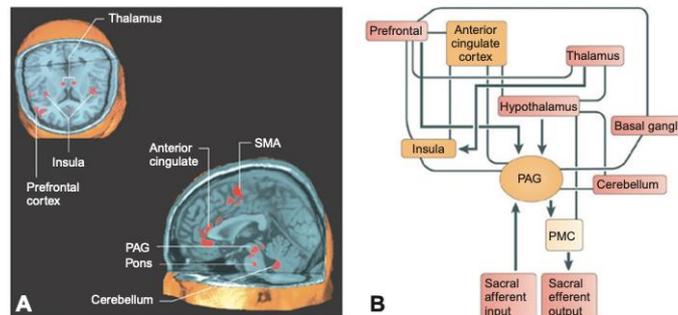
Brain areas involved in urinary storage. (A) A meta-analysis of positron emission tomography and functional MRI studies that investigated which brain areas are involved in the regulation of micturition revealed that the thalamus, the insula, the prefrontal cortex, the anterior cingulate, the periaqueductal gray (PAG), the pons, the medulla, and the supplementary motor area (SMA) are activated during the urinary storage. (B) A preliminary conceptual framework, based on functional brain-imaging studies, suggesting a scheme for the connections between various forebrain and brainstem structures that are involved in the control of the bladder and the sphincter in humans. Arrows show probable directions of connectivity but do not preclude connections in the opposite direction. (Reproduced with permission from DasGupta et al. (2007) and Fowler et al. (2008).)
